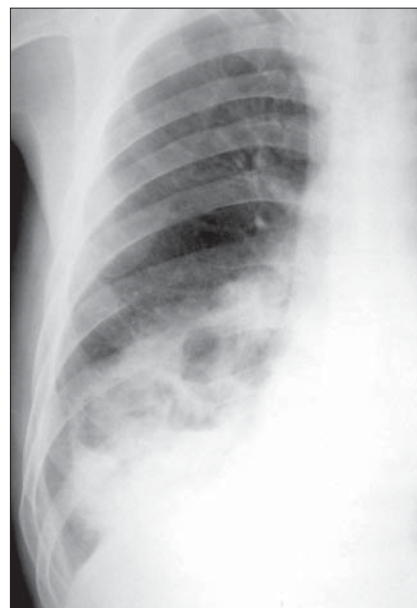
Supurație pulmonară. Radiografie toracică PA. Detaliu. Supradiafragmatic în dreapta, opacitate cu structură inhomogenă cu câteva nivele hidroaerice.
